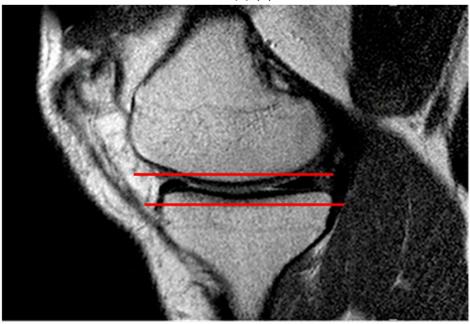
Imagem de RM sem articulação do dispositivo.
